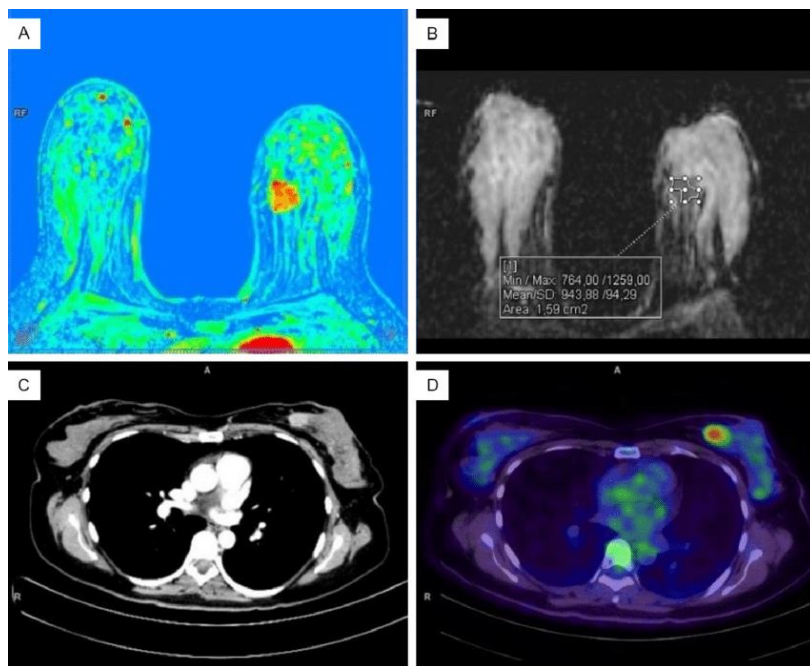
Radiomika u dijagnostici karcinoma dojke u PET/ CT-u
